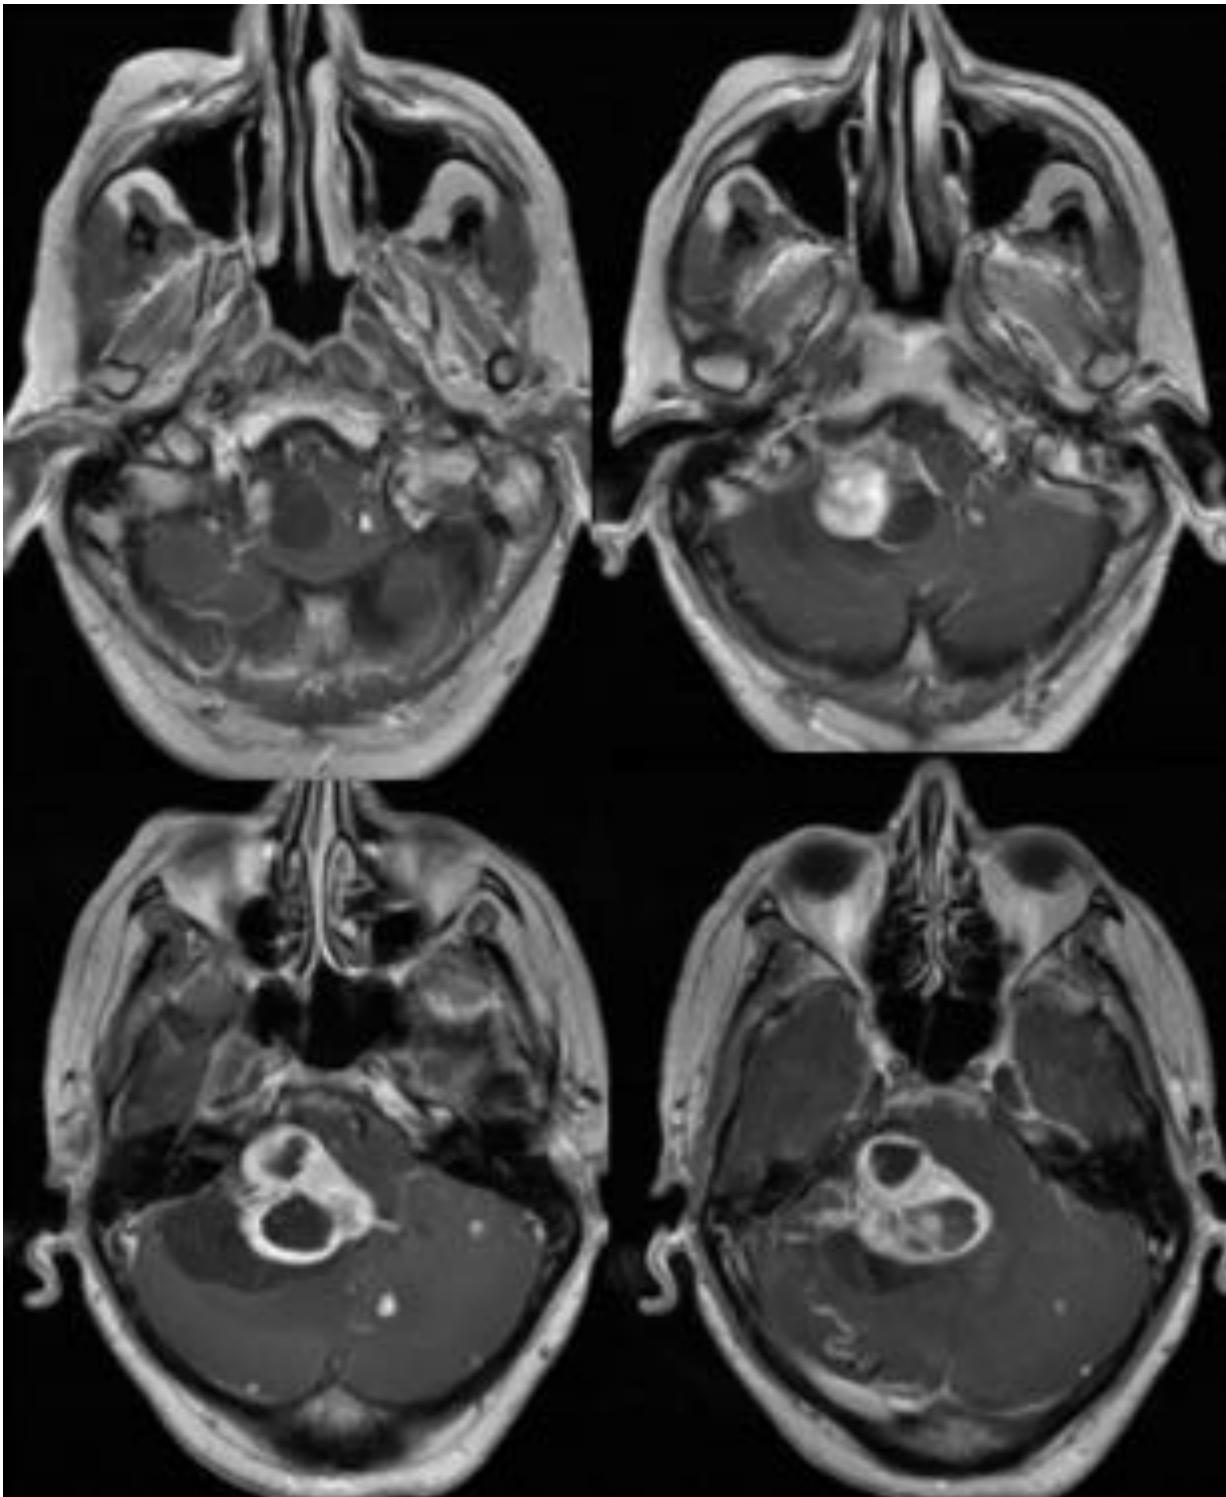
RM imágenes T1 con contraste. Hemangioblastomas cerebelosos múltiples.
